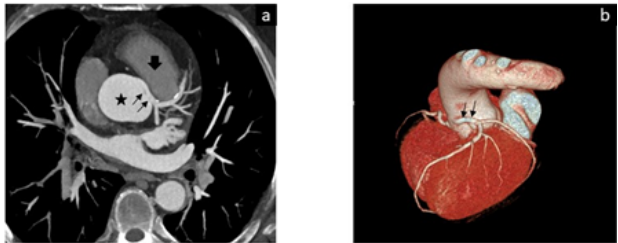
a-b. Koroner BT anjiyografi görüntüsünde sol sinüs valsalvadan (siyah ok) köken alan sağ koroner arter (beyaz ok) görülüyor.
